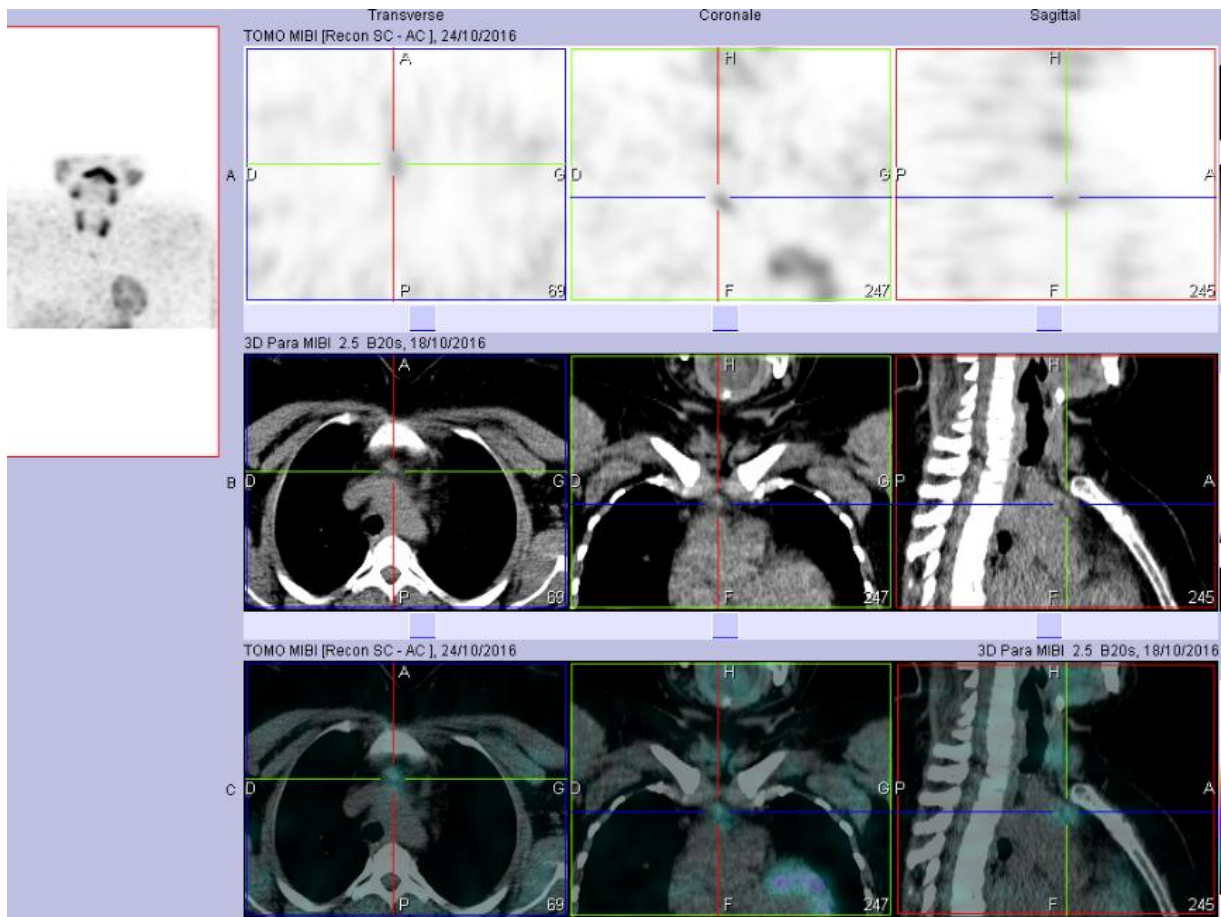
TEMP TDM : l'hyperfixation correspond à une lésion nodulaire située dans le médiastin antéro supérieur au niveau de l'espace rétro sternal.
